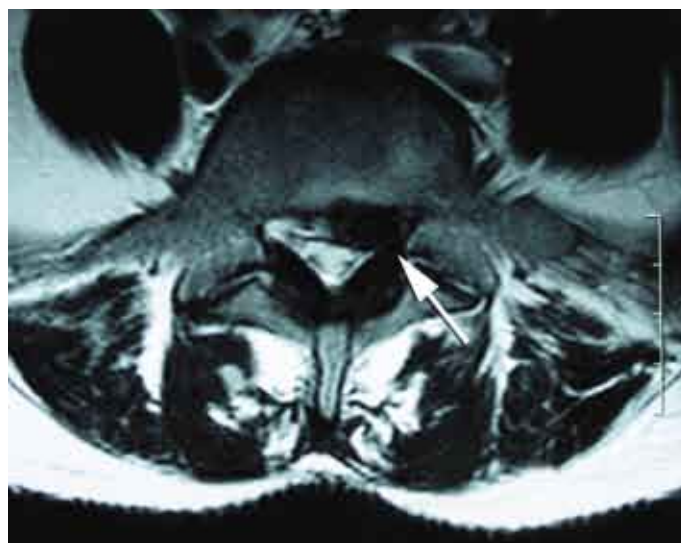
RM de hernia discal lumbar.
